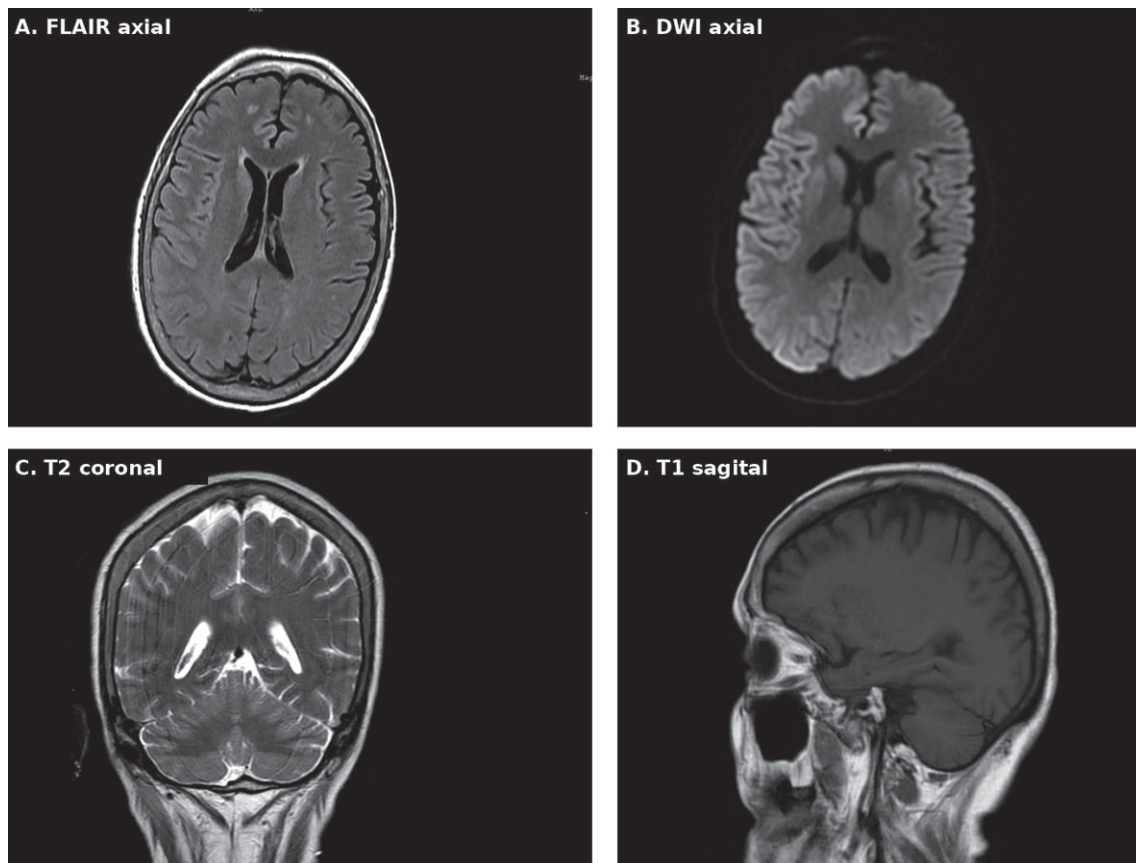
Resonancia magnética simple de cráneo. A) Secuencia FLAIR axial. B) Secuencia de difusión axial. C) Secuencia T2 coronal. D) Secuencia T1 sagital. Se observan focos puntiformes y nodulares hiperintensos en T2 y FLAIR, predominantemente en la sustancia blanca subcortical frontal bilateral, sin efecto de masa, edema vasogénico ni restricción a la difusión. No se identificaron alteraciones en los lóbulos temporales mediales, hipocampos o complejos amigdalohipocampales.
